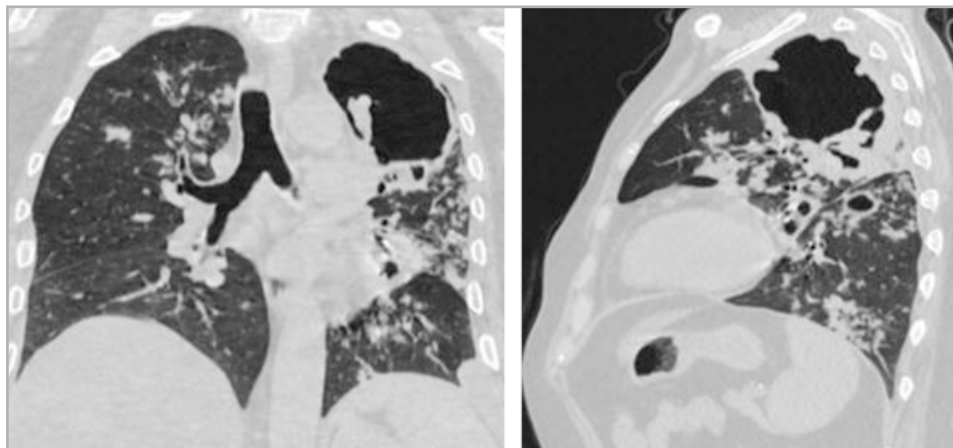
КТ-томограмма в корональной и сагиттальной плоскостях. Легочное окно. Визуализируется большая полость в верхней доле левого легкого с признаками утолщения стенок и наличием узлов по внутренней поверхности (*слева и справа*) и полость меньшего размера в нижней доле левого легкого (S6) (*справа*)
